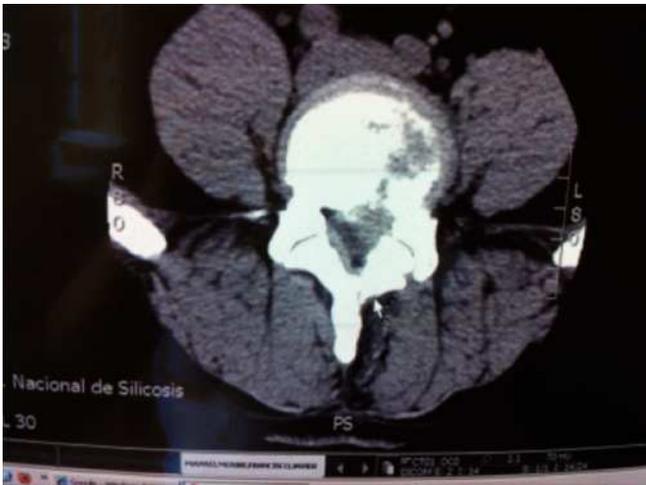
TC, imagen de masa con deformidad importante que ocupa todo el diámetro del canal en el del saco dural, nivel L4-L5. Nivel L5-S1.
